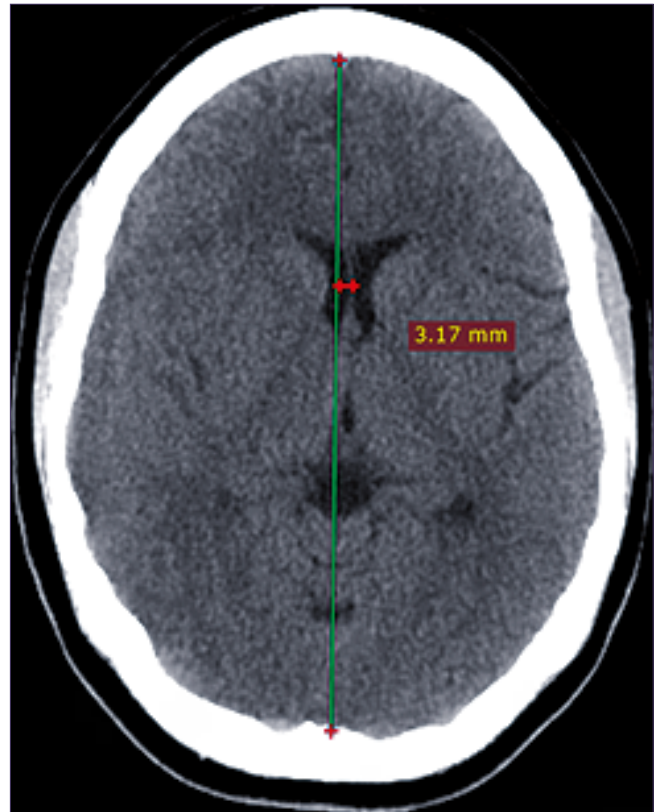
Tomografía simple de cráneo 3 meses posteriores al diagnóstico.
